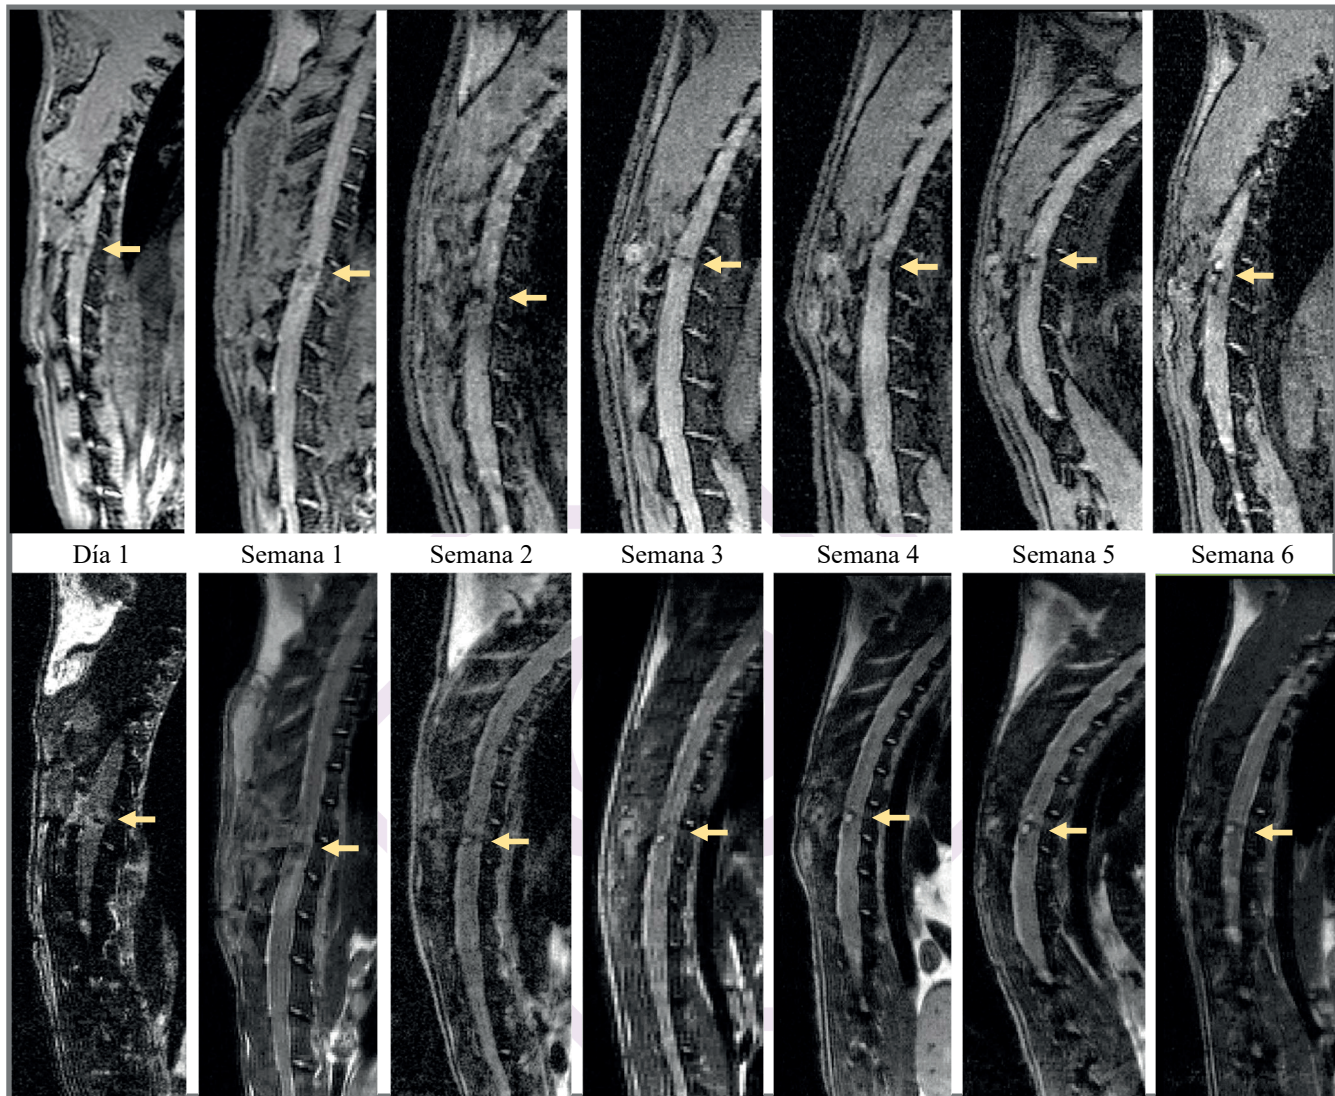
Imágenes adquiridas por resonancia magnética mostrando el tejido de la médula espinal del roedor luego de efectuar una lesión por sección completa. Se presentan en orden cronológico, mostrando en la parte superior A) imágenes ponderadas en T1 para facilitar la identificación anatómica y en la parte inferior B) imágenes ponderadas en contraste T2 resaltando la formación de la cicatriz glial. El epicentro de la lesión es señalado con una flecha.
